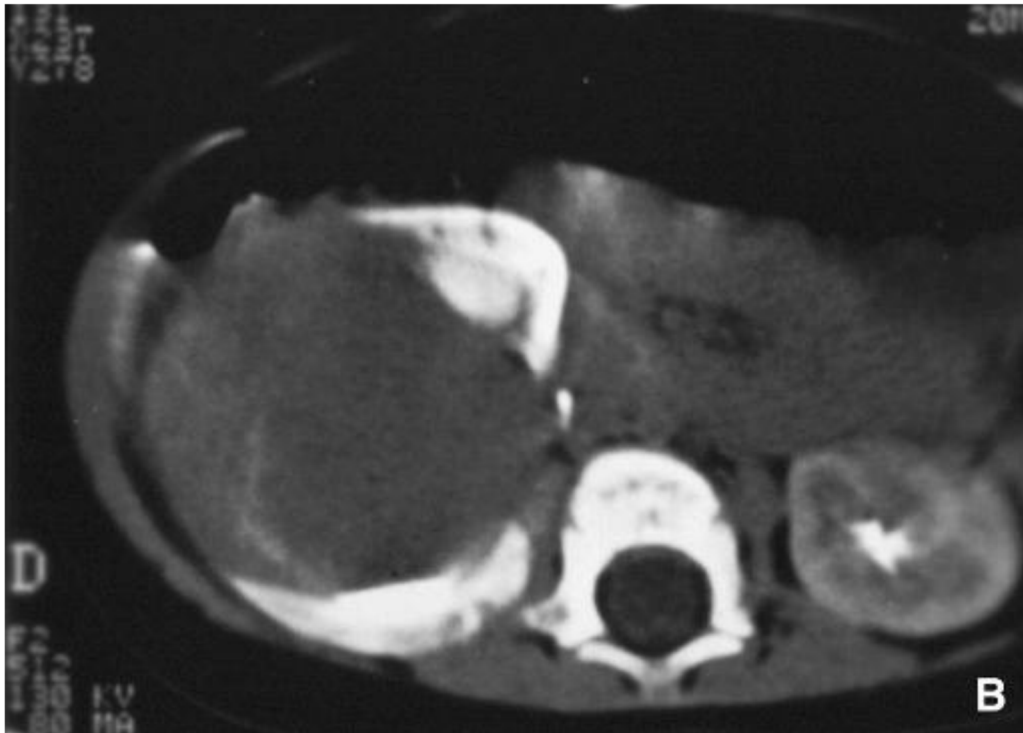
TDM montrant une Tumeur rhabdoïde se présentant sous forme de tumeur centro-rénale [92]
